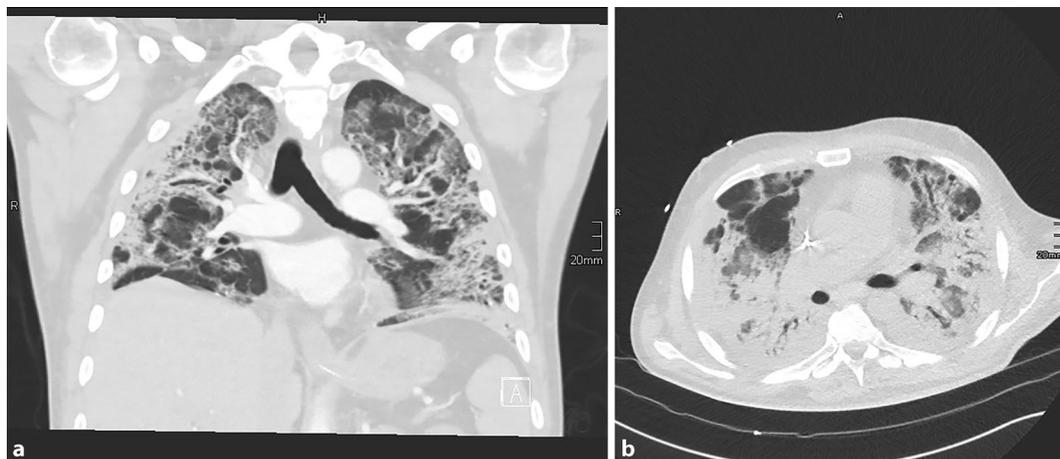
◀ a,b CT-Thorax des Patienten
